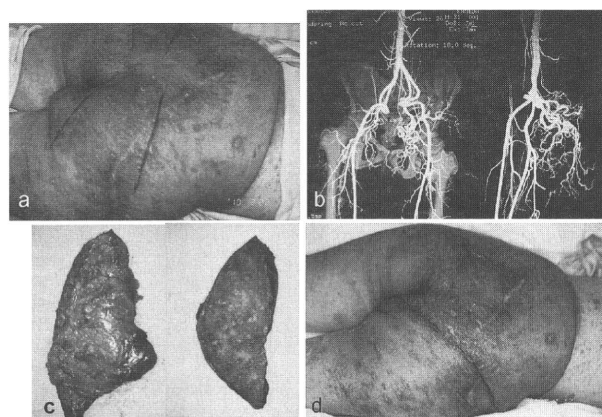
31 歳 NF1 男性、腰殿部、diffuse neurofibroma の超巨大例 a. 以前受けた手術では、術中の大出血のため、腫瘍の reduction には至らなかった、とのことであるが、わずかな腫瘍の切除にあたっては、1500ml 以上の出血があった、という。b に 3D-CT の所見を示す。極めて多数の奇形血管が認められる。術前の塞栓術 (左上殿動脈および右下殿動脈領域) を行い、約 20cm の厚さをもって、大きく腫瘍を切除した。c が切除標本 (マクロ)、d は術後の臨床像である。
